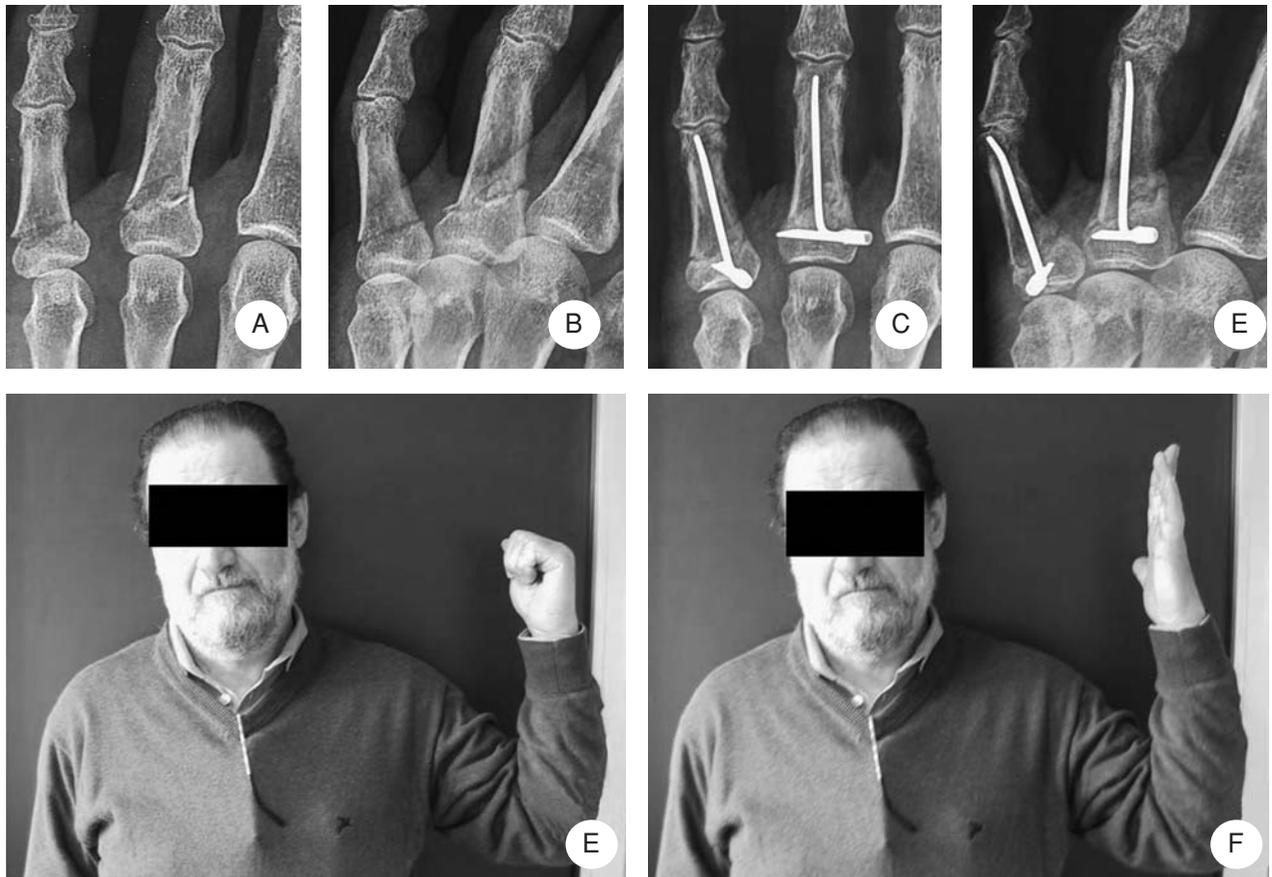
A, B) Fratture metafisarie P1 4° e 5° dito; C, D) controllo radiografico e clinico; E, F) a 4 settimane dall'osteosintesi.
